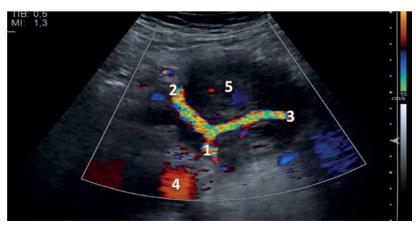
НЭН тела поджелудочной железы. В режиме доплерографии определяется инфильтрация чревного ствола, общей печеночной и селезеночной артерии. Выбирается внесосудистая, более безопасная зона, для выполнения биопсии. 1 — чревный ствол; 2 — общая печеночная артерия; 3 — селезеночная артерия; 4 — брюшной отдел аорты; 5 — опухоль Fig. 2. Neuroendocrine neoplasia of the pancreatic body. In the Dopplerography mode, infiltration of the celiac trunk, common hepatic and splenic arteries is determined, and an extravascular, safer zone is selected for biopsy. 1 — celiac trunk; 2 — common hepatic artery; 3 — splenic artery; 4 — abdominal aorta;
